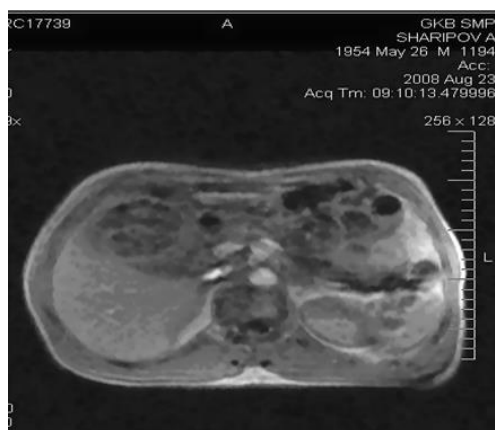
МРТ. Рецидивный эхинококкоз печени. Определяются ленточные гиперэхогенные структуры в просвете кисты –отслоившаяся хитиновая оболочка
